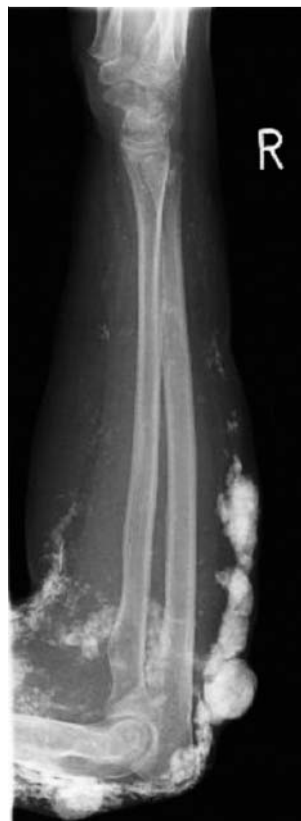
Röntgendichte Kalzifikationen am rechten Arm.
